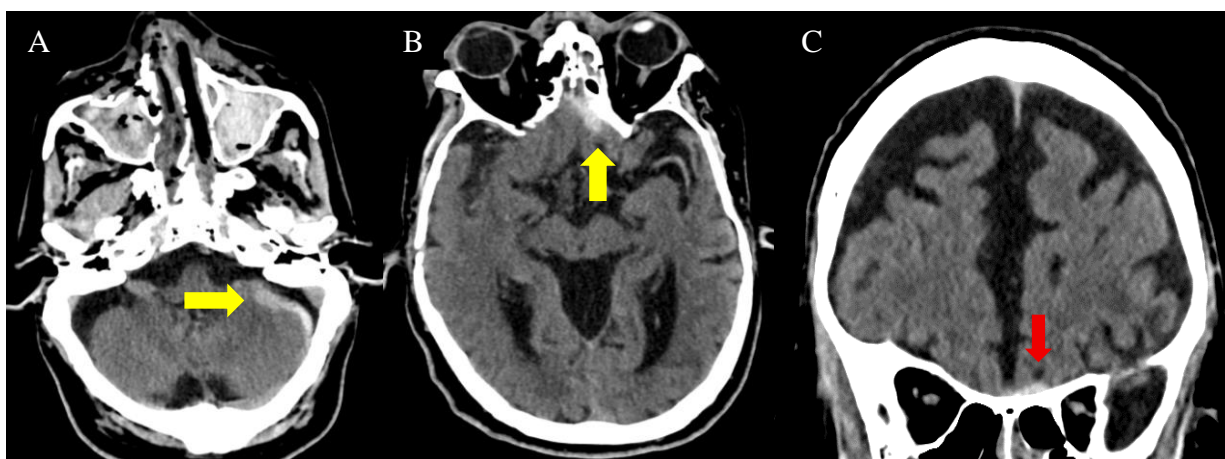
TC de cráneo sin contraste intravenoso ventana cerebral: A y B. Cortes axiales donde se visualizan HSA frontobasal y en cerebelo izquierdo que se introduce por alguno de los surcos del hemisferio cerebeloso, mostrando un espesor máximo de 4 mm (flechas amarillas). C. Corte coronal del mismo paciente donde se observa pequeño hematoma subdural laminar frontobasal de predominio izquierdo asociado, con un espesor máximo de 3 mm (flecha roja).
